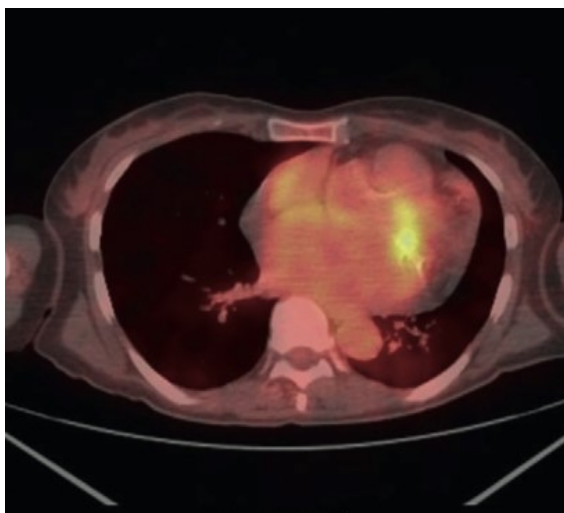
PET-TC. L'esame mostra area con ipercaptazione di ^{18}F -FDG a livello della valvola mitralica.
